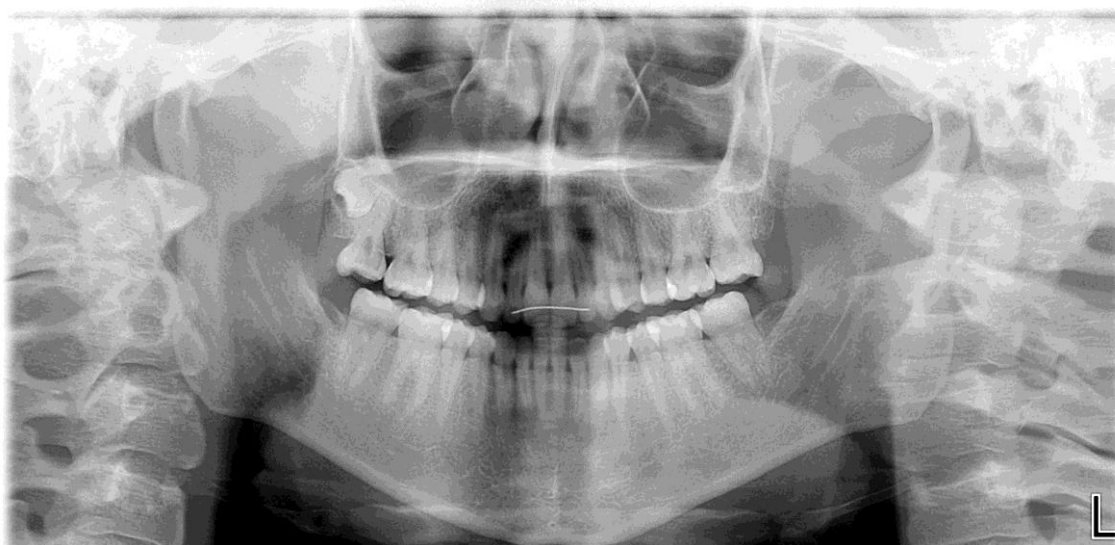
Figura n.º 10: Ortopantomografia da paciente.
